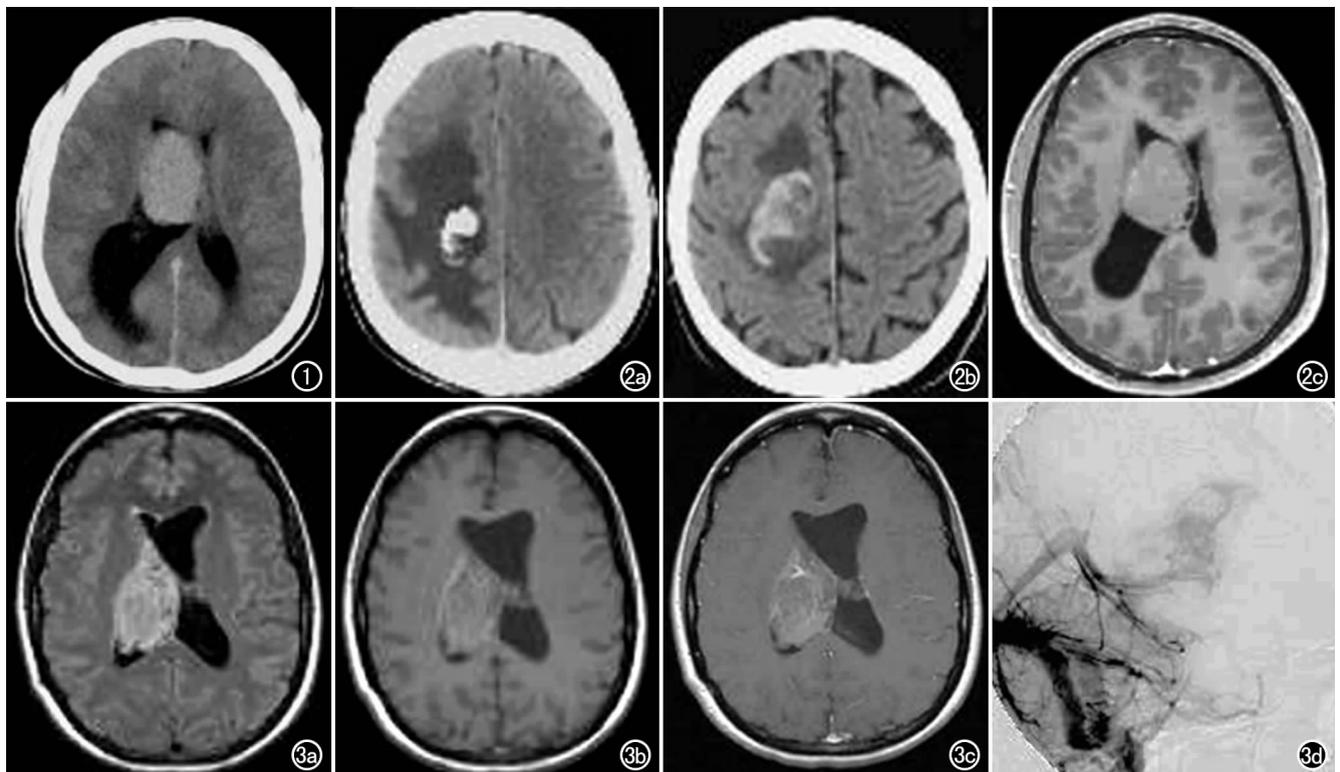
脑神经细胞瘤。CT平扫轴面,示肿瘤位于右侧侧脑室和透明隔处,伴脑脊液循环障碍及阻塞。图2 脑室外脑神经细胞瘤。a) CT平扫轴面,示瘤内有斑片状钙化灶,伴明显灶周水肿; b) CT平扫轴面,示瘤内钙化灶均匀,边界光整; c) MR T<sub>1</sub>WI增强扫描轴面,示脑室内肿瘤部分增强,呈典型的轻度强化改变。图3 脑室内脑神经细胞瘤。a) MRI轴面FLAIR序列,示肿瘤累及透明隔,T<sub>2</sub>WI可见不均匀高信号,并见血液“流空”征,中线结构移位,侧脑室增大; b) MR T<sub>1</sub>WI轴面,示肿瘤呈低、等信号,肿瘤血管信号稍高; c) MR T<sub>1</sub>WI增强扫描轴面,示肿瘤呈轻度 and 相对均匀的强化改变; d) 脑血管造影侧位像,肿瘤染色且持续延迟至静脉晚期。
